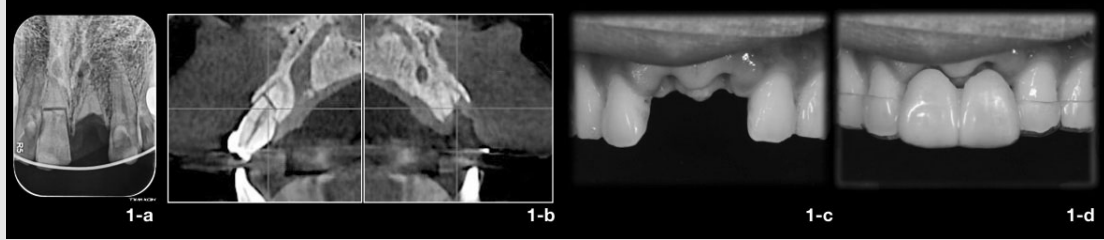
초진시의 표준방사선 사진 (1-a)과 초진시의 CT (1-b) 11의 치관부 파절편 발치 후의 구내사진 (1-c) 옴니벡과 인공치를 이용한 임시수복(1-d)
